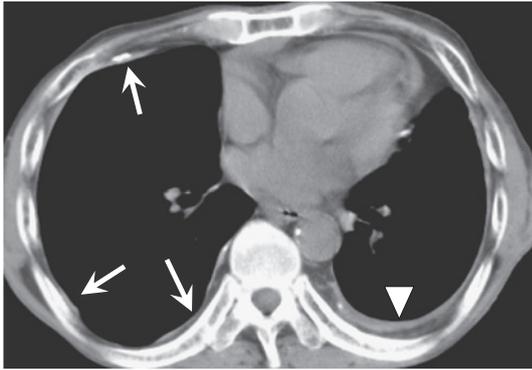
びまん性胸膜肥厚の胸部 CT 写真. 右胸膜の病変 (矢印) は限局性の胸膜肥厚が点在しており胸膜プラークと診断されるのに対し, 左胸膜の病変 (矢頭) はびまん性に連続しておりびまん性胸膜肥厚と診断される。
